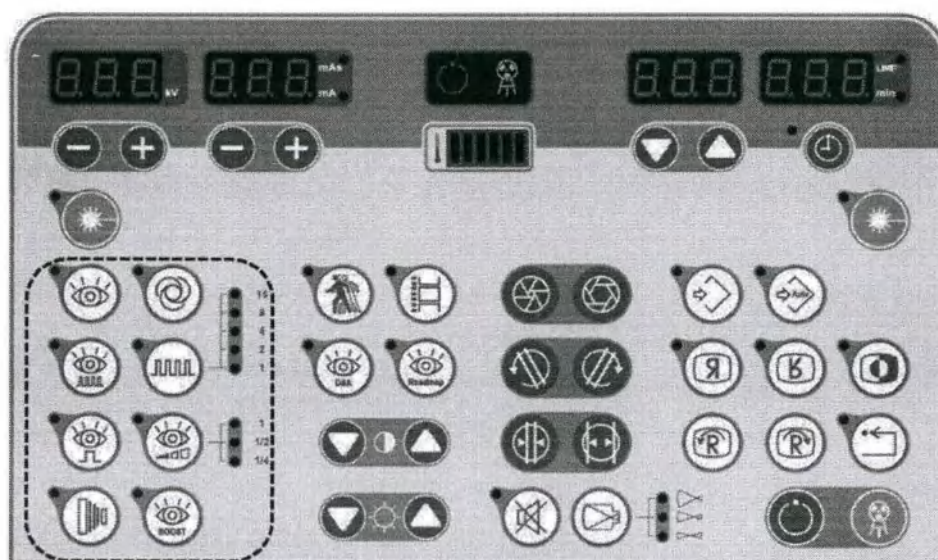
Область выбора режима рентгеновского излучения
